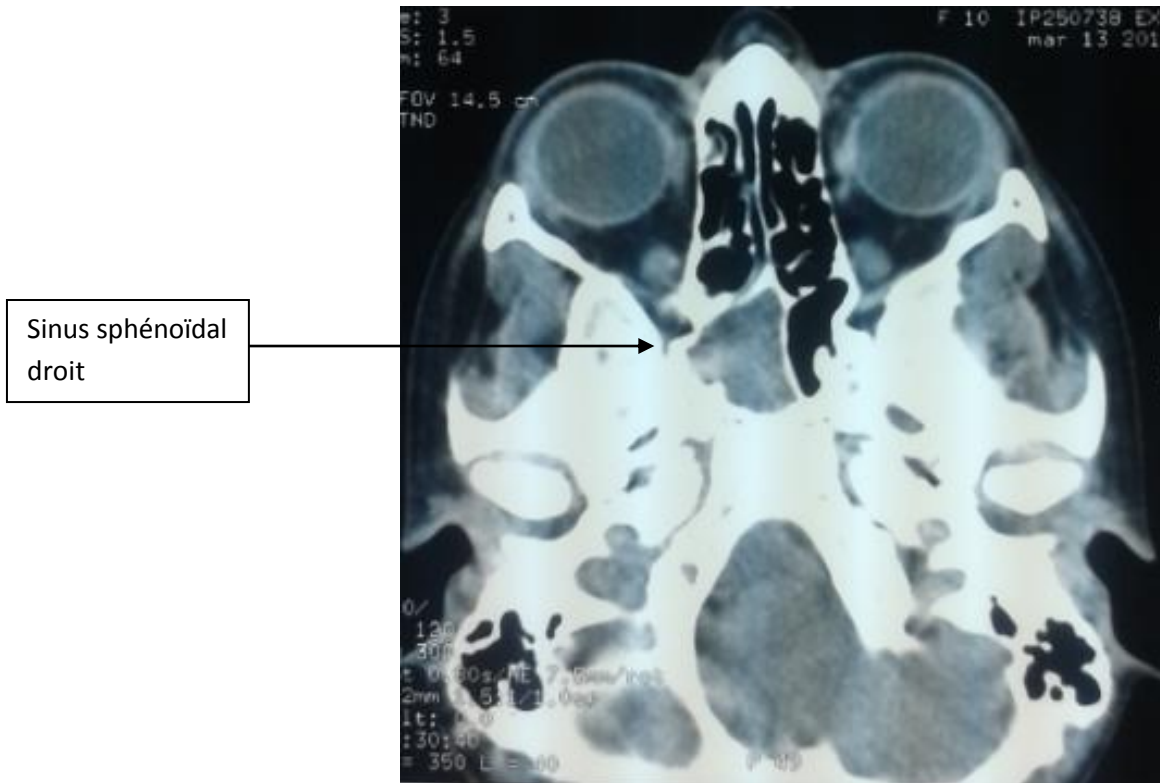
TDM crânio-faciale coupe axiale fenêtre parenchymateuse C- :
